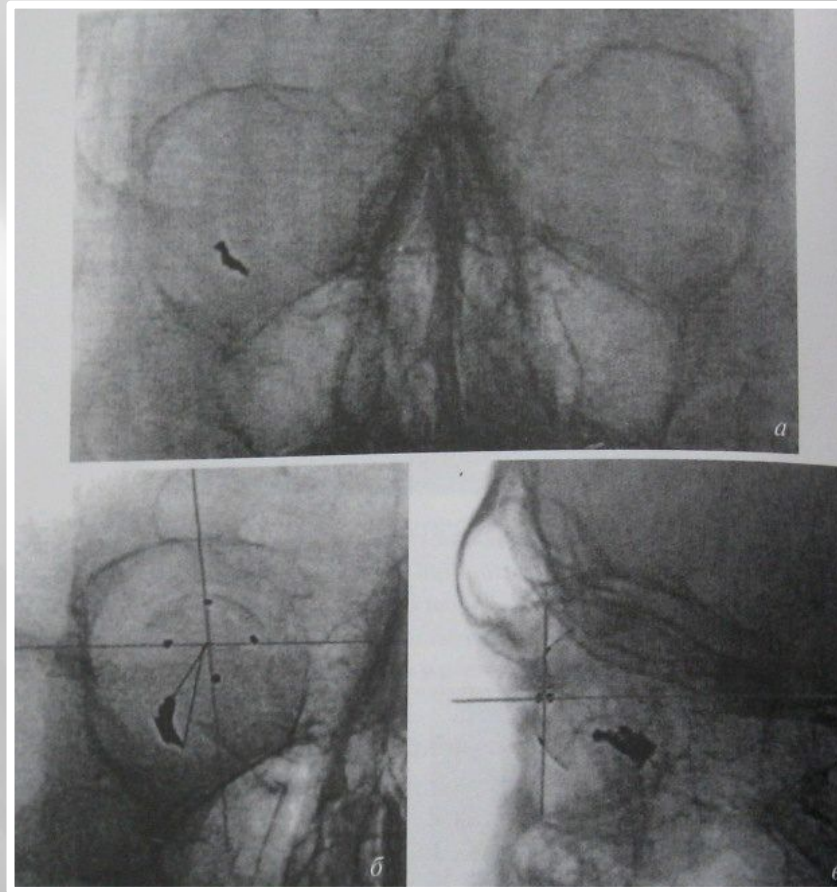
Больной М., 20 лет. Осколочное ранение глаза (взрыв гранаты). Рентгенограмма орбит (а) с локализацией инородного тела с помощью протеза Балтина (б, в). В проекции правой орбиты в нижних квадрантах глазного яблока на 7 часах выявлено неправильной формы инородное тело в виде интенсивного затемнения с четкими границами.
